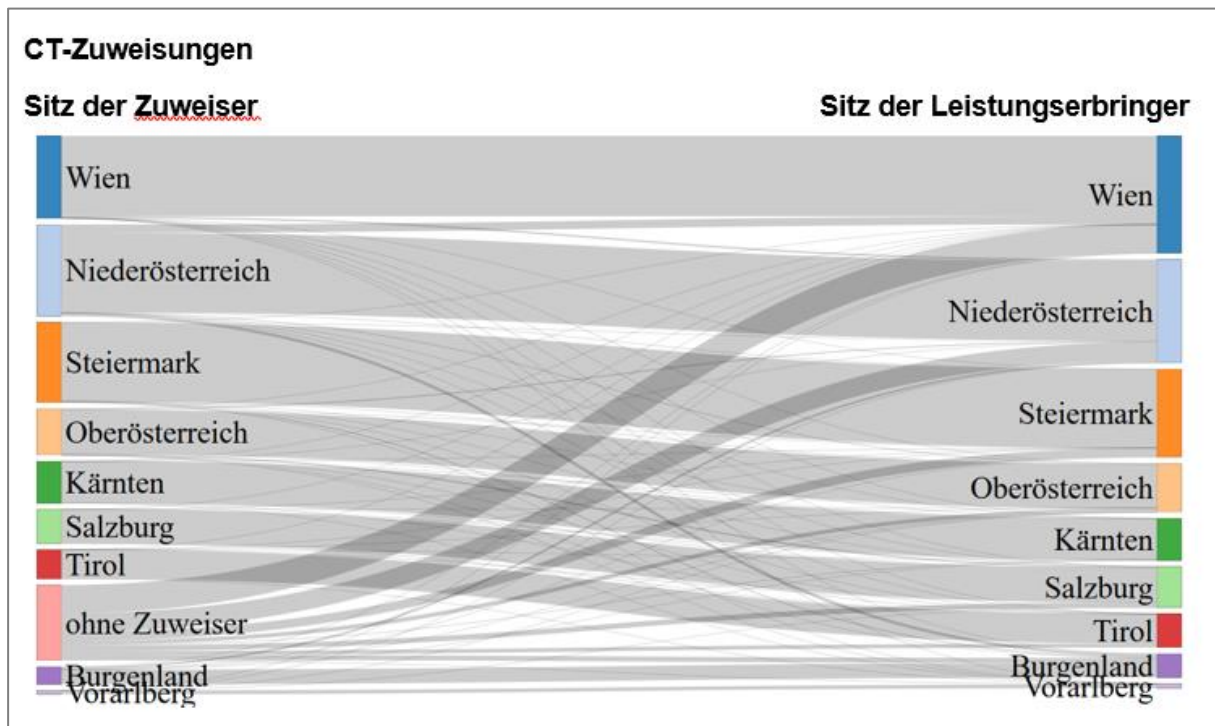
Zuweisungsstrom CT, 2017
